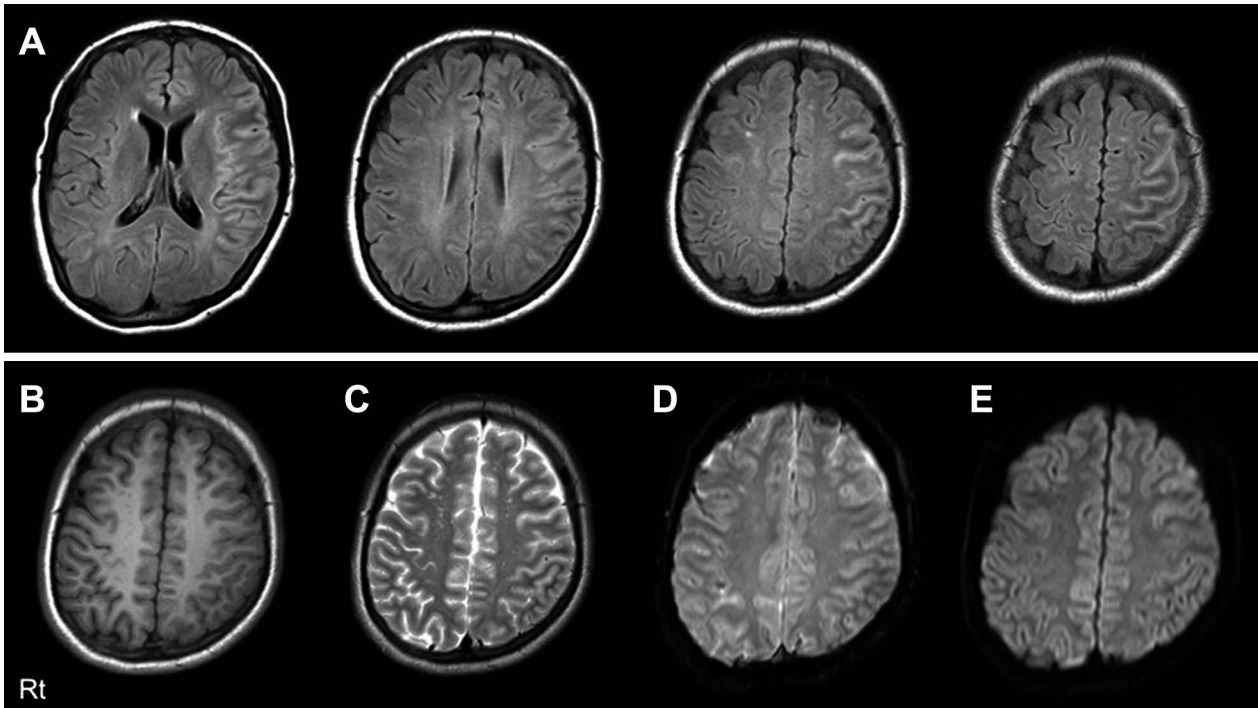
Brain MRI (3 Tesla) 6 days after the onset of cerebral cortex encephalitis in a 17 years old patient.
